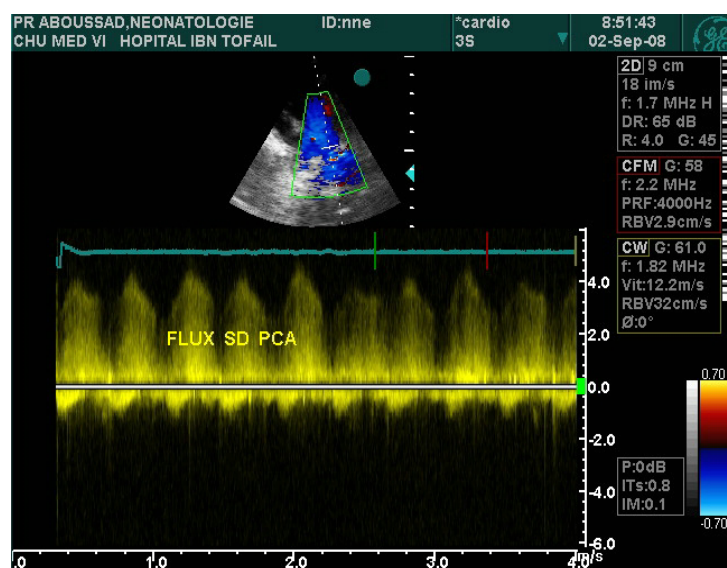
Aspect en Doppler couleur de la persistance du canal artériel avec flux systolodiastolique dans le tronc pulmonaire.
